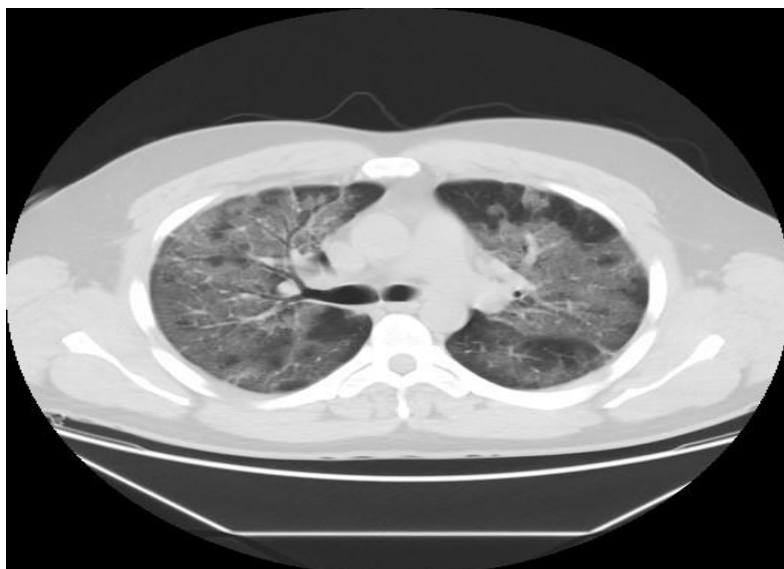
Объем поражения легких по данным КТ ОГК в динамике.
